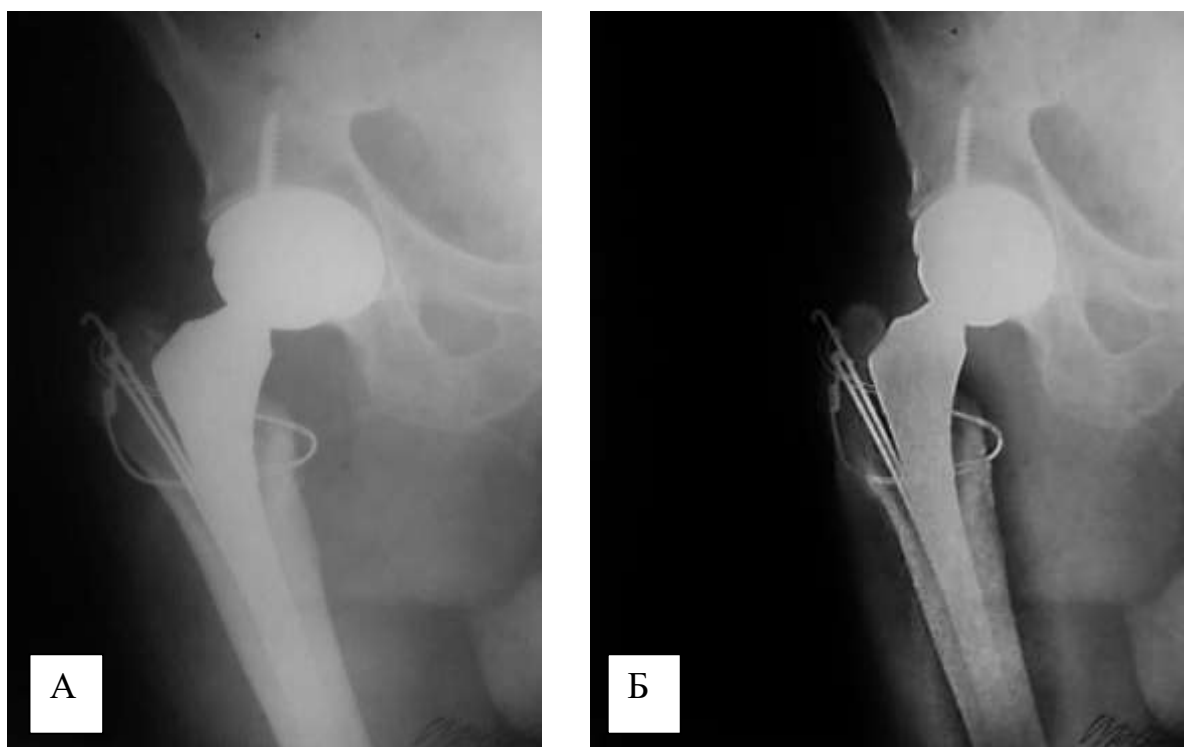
Фотокопії рентгенограм хворого Ю., 57 років, історія хвороби № 4739, діагноз: Перипротезний перелом стегнової кістки типу А праворуч; виконано напружений остеосинтез за допомогою шпичь і металевого дроту (А). Зрощення перелому стегнової кістки через 12 тижнів після операції (Б)
